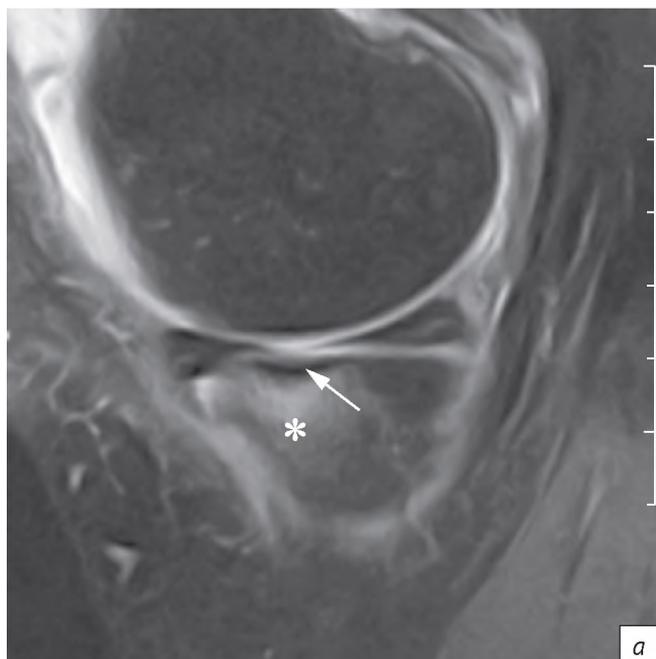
МР-томограммы при субхондральном переломе недостаточности: сагиттальная (а) и корональная (b) PD-FS проекции, разные больные. Звездочкой указана зона поражения костного мозга (отек), стрелками – линия перелома
